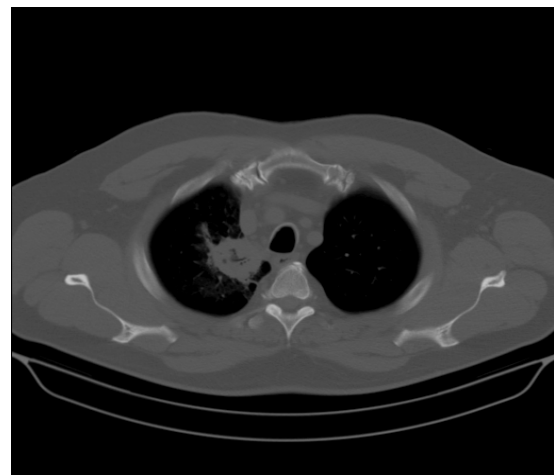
КТ-грамма абсцесса S1 правого легкого с инородным телом
